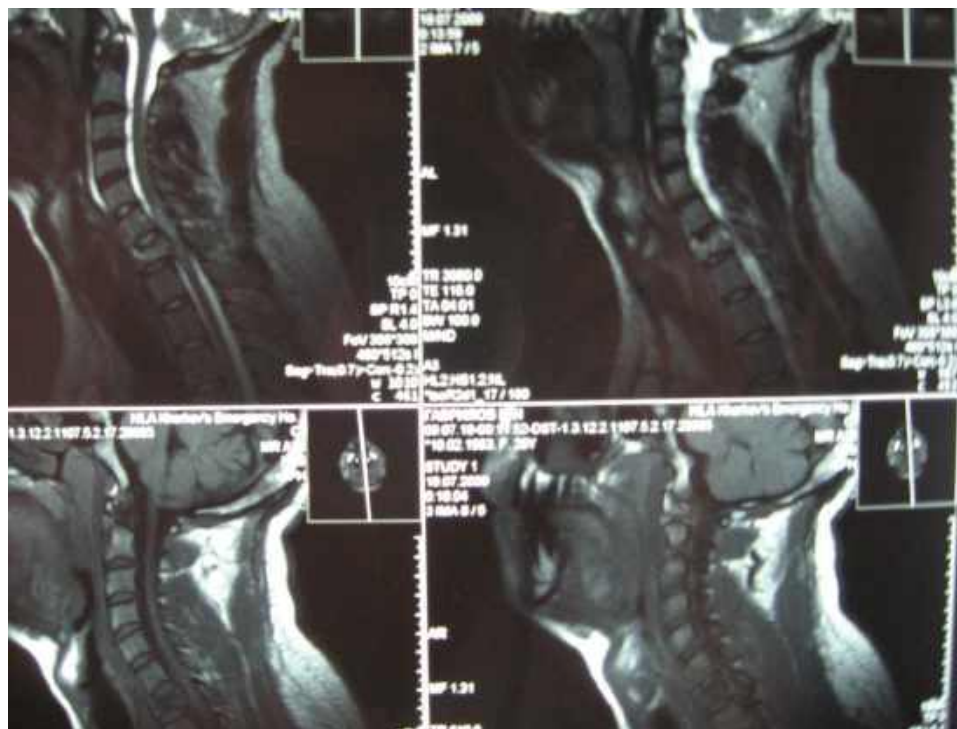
Спостереження №74. Пацієнт Г-ко, 48 років (історія хвороби №1951). МРТ, сагітальна проекція. МР ознаки гематомієлії на рівні С₆-С₇-Т₁, наслідки компресійного перелому тіла С₇, ретролістез С₇ 1 ст.
